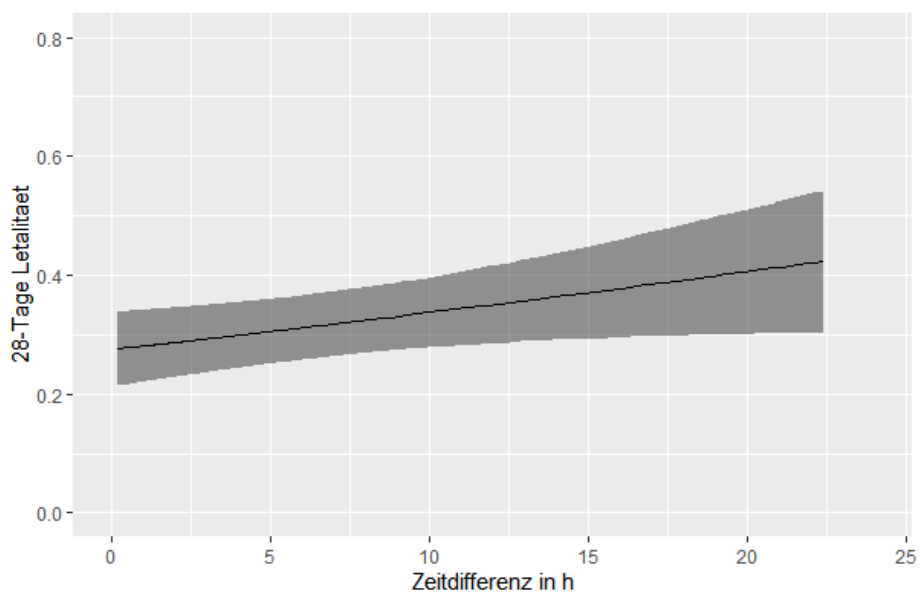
Geschätzte 28-Tage Letalität in Abhängigkeit von der Zeitspanne von der CT bis zur Intervention
